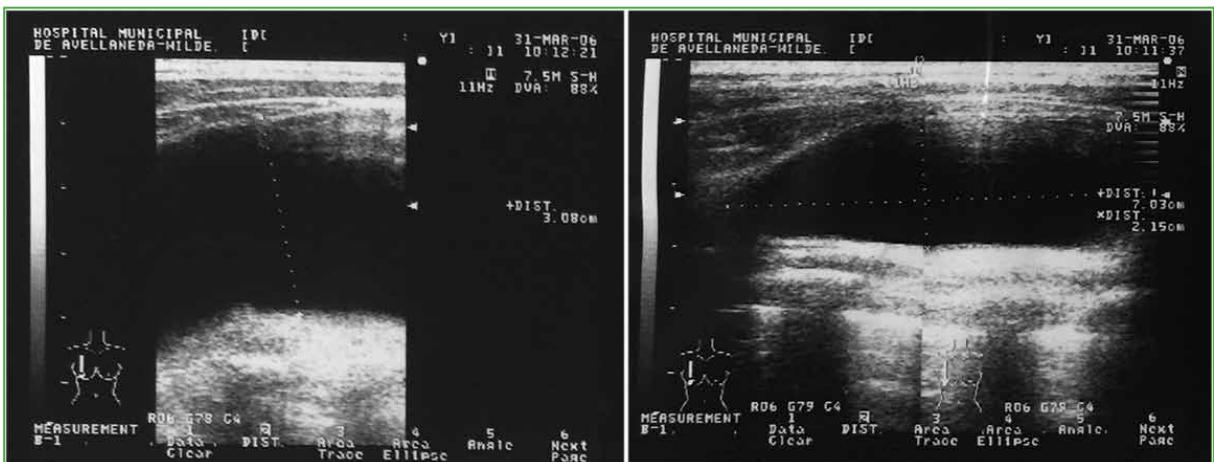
Medición de la bursa por ecografía.
